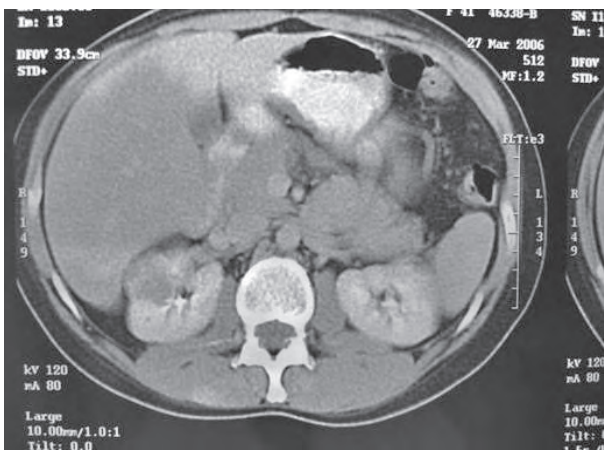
Tomografía axial con medio de contraste con discreto reforzamiento de la lesión.
